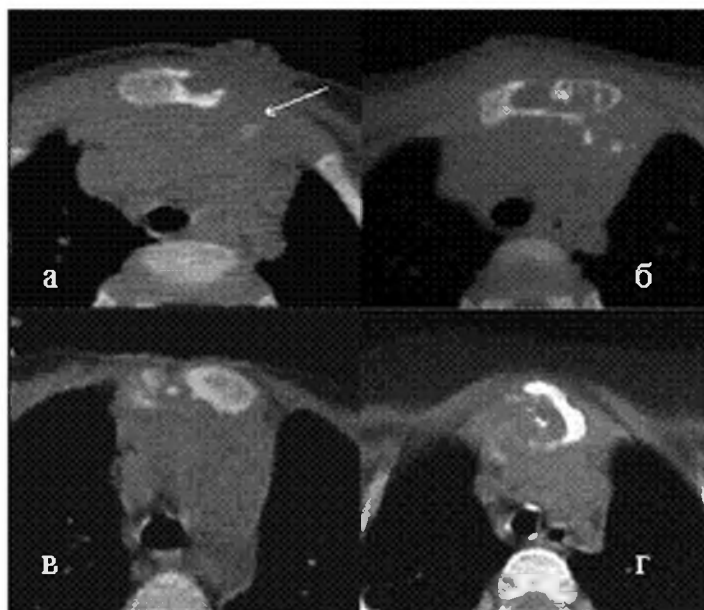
Варианты КТ изображений при туберкулезе грудной клетки у детей:
